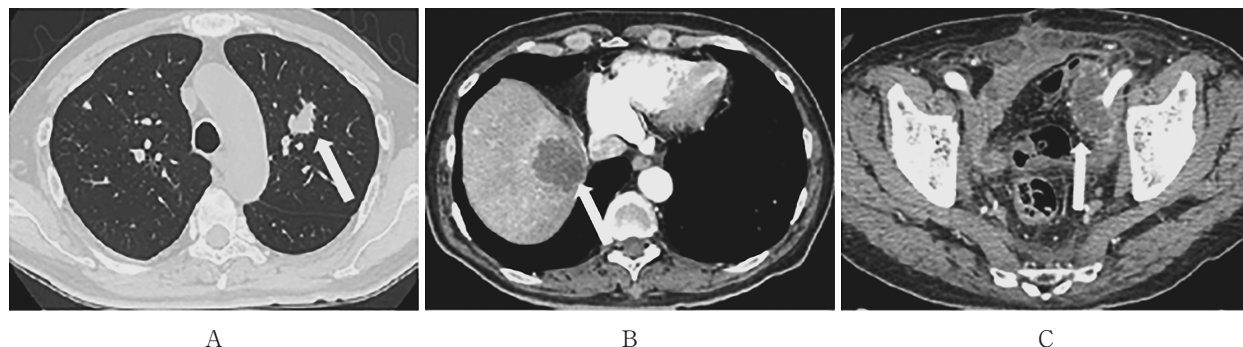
BEP 療法前の Computed Tomography (CT) 多臓器の転移を認める。
